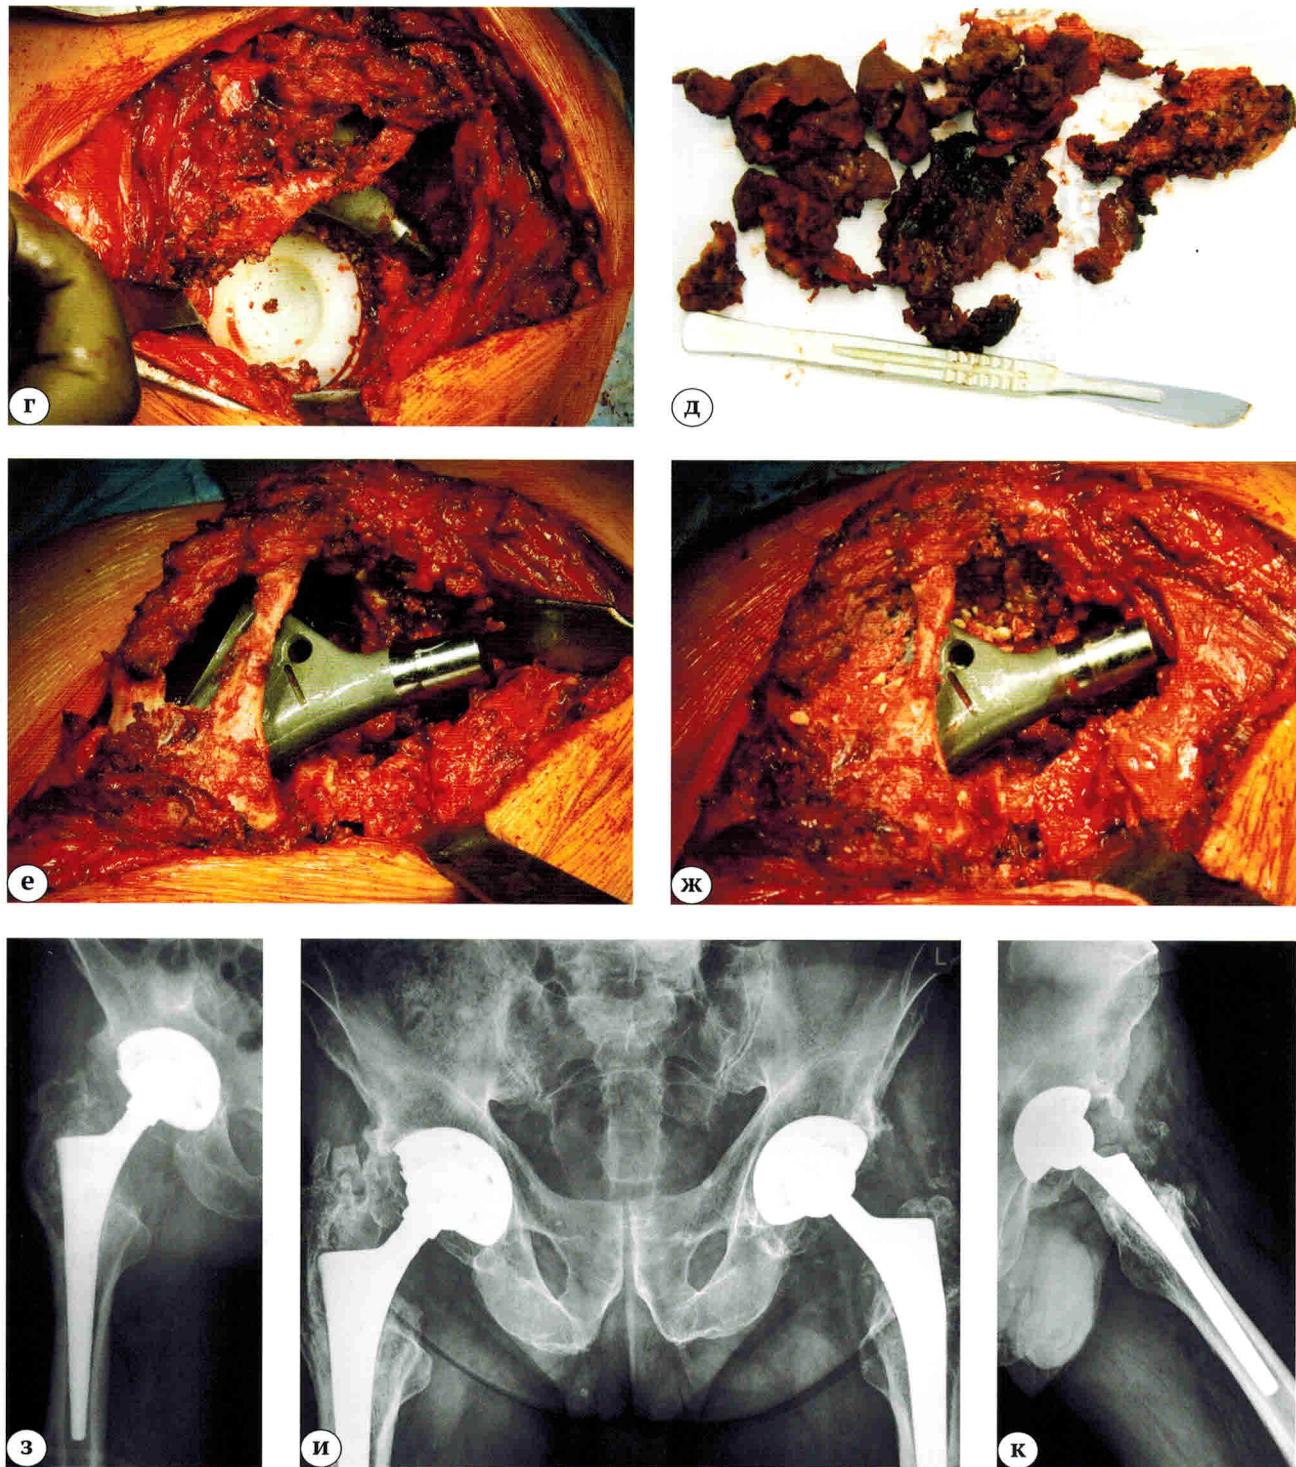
(г, д, е, ж, з, и, к). Рентгенограммы и интраоперационные фотографии пациента 69 лет:
